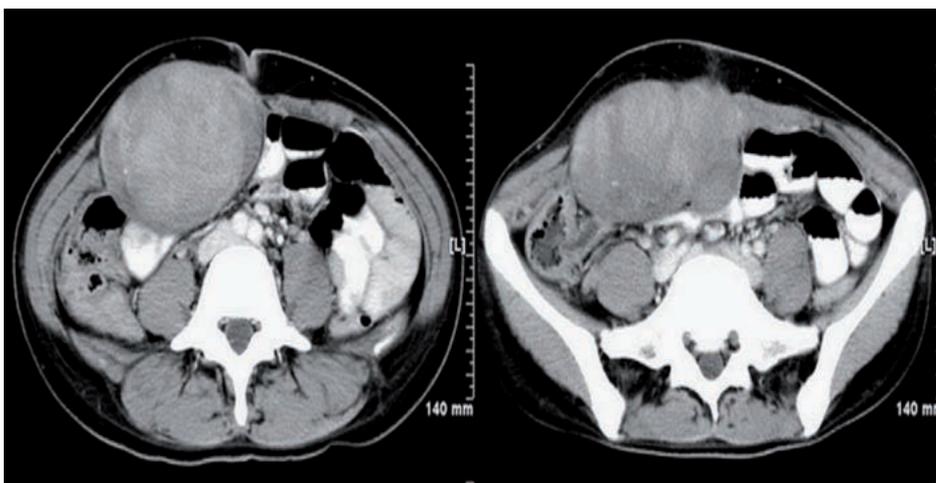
Cortes de TAC: tumor desmoide de pared abdominal.
